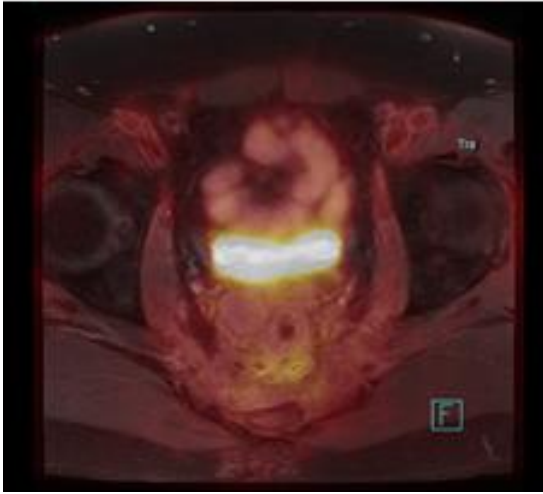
8.6.2016 PET/MR
